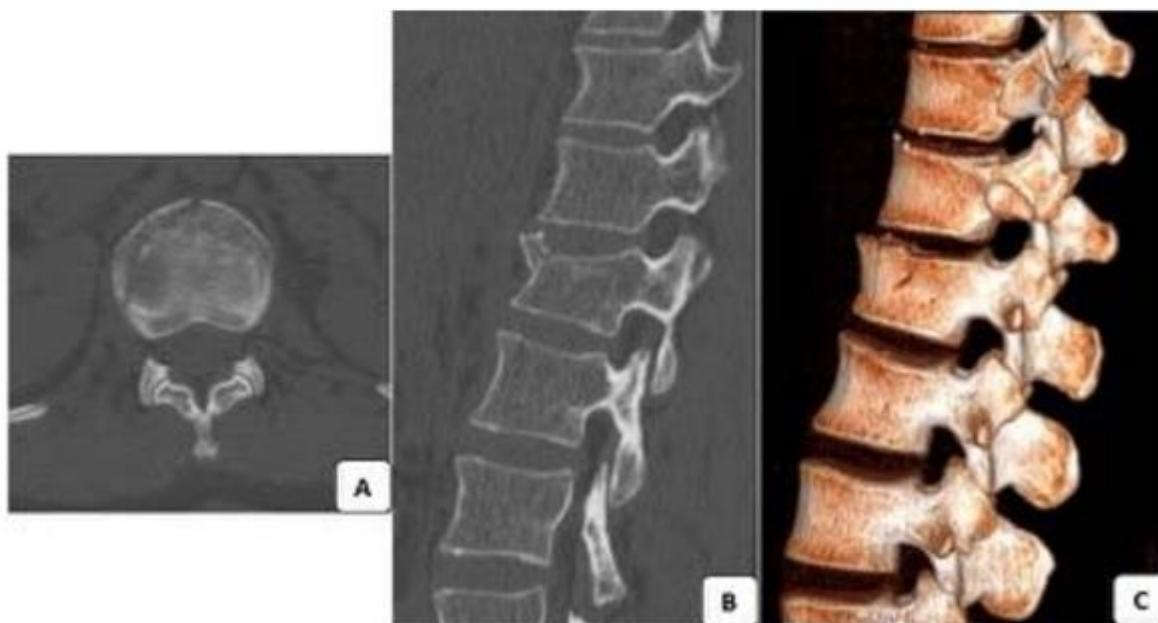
A) TC axial. b) reconstrucción sagital. c) reconstrucción sagital tridimensional. Fractura por compresión del cuerpo vertebral L1.
